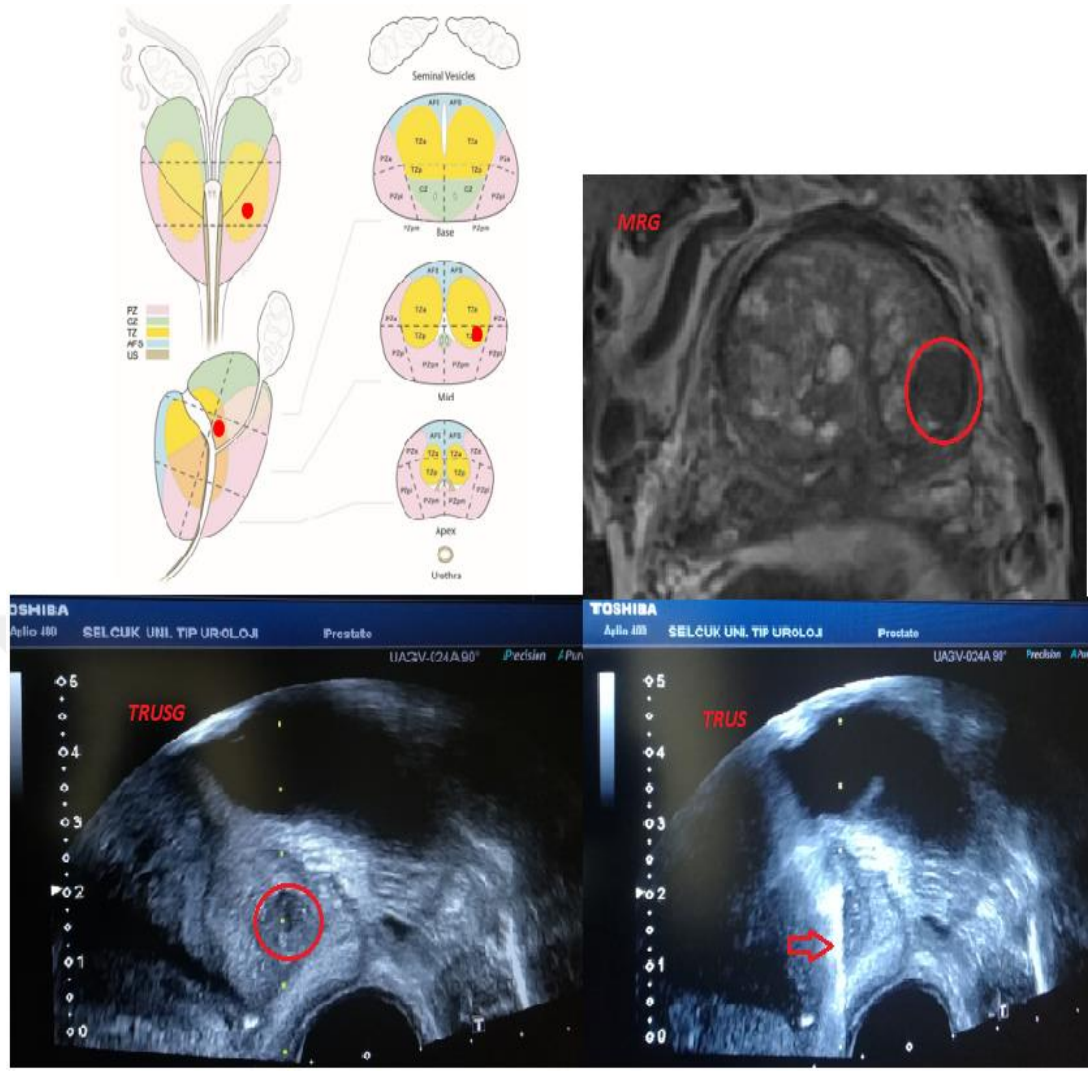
MRG-TRUS füzyon biyopsideki görüntülerin füzyone edilerek yan yana görüntülenmesi
